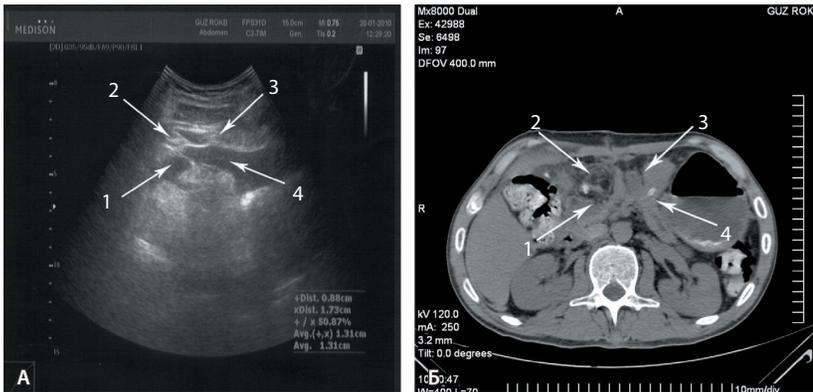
Ультразвуковая (А) и компьютерно-томографическая (Б) картины зоны оперативного вмешательства – операция Бегера (5-е сутки после операции): 1 – резецированная головка поджелудочной железы; 2, 3 – «сальниковые сумки»; 4 – панкреатикоюноанастомоз
